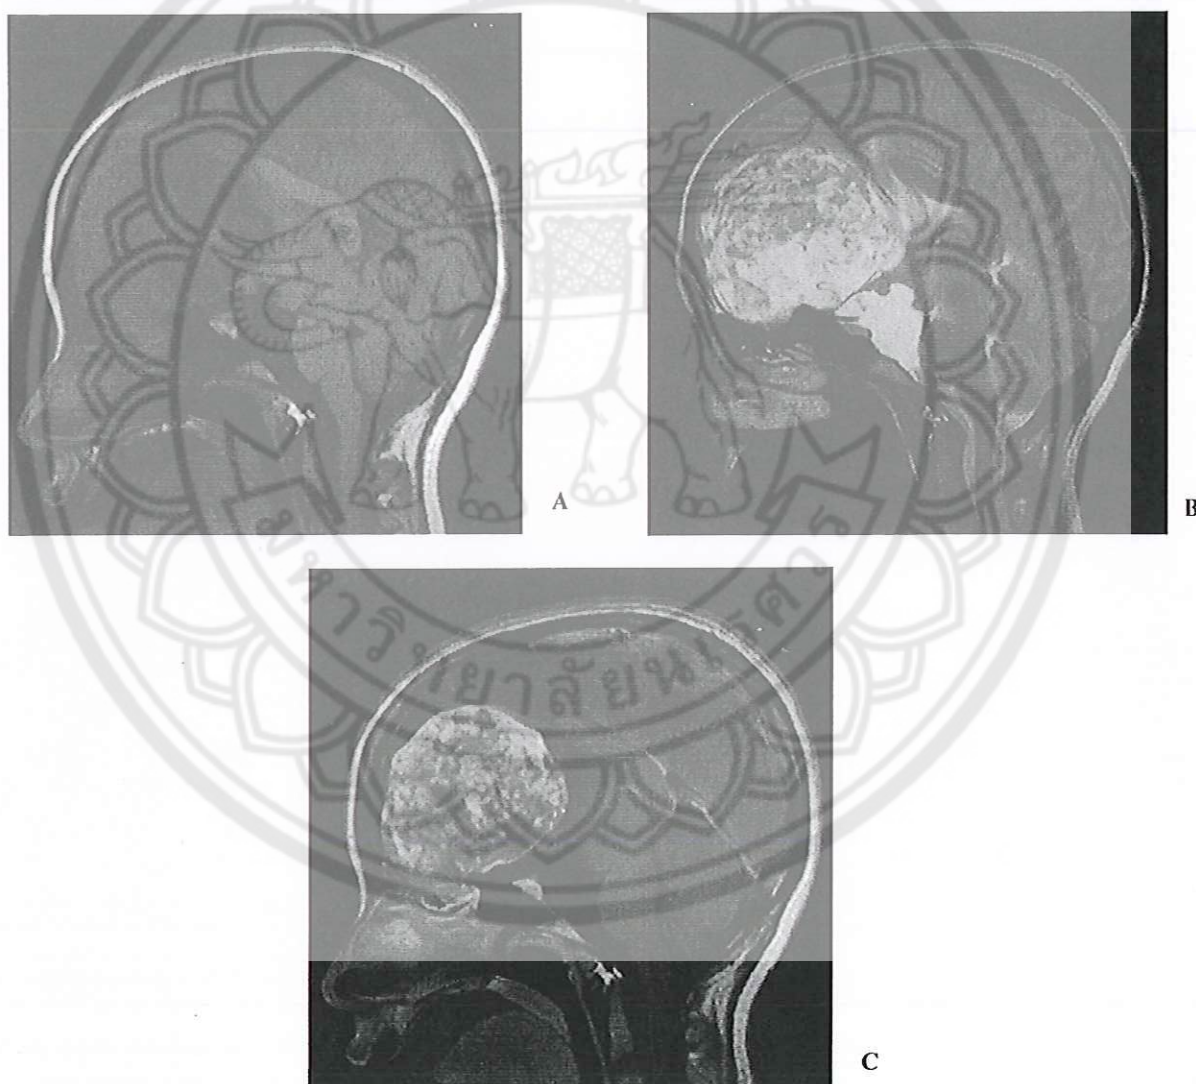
A large frontal skull base mass with inhomogeneous hyposignal intensity on T1-weighted image (A) and hypersignal intensity on T2-weighted image (B), as well as heterogeneous enhancement of this tumor on contrast enhanced T1-weighted images (C).
